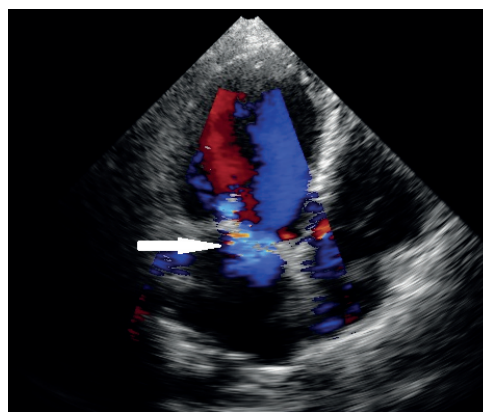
Эхокардиография больной: регургитация на митрального клапана (указана стрелкой)
